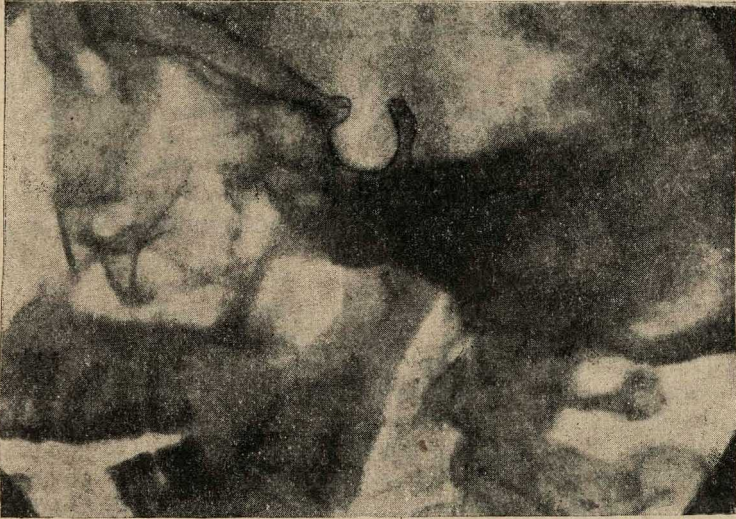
Рентгеновский снимок черепа с областью турецкого седла при акромегалии. Наблюдение проф. Д. М. Российского.
